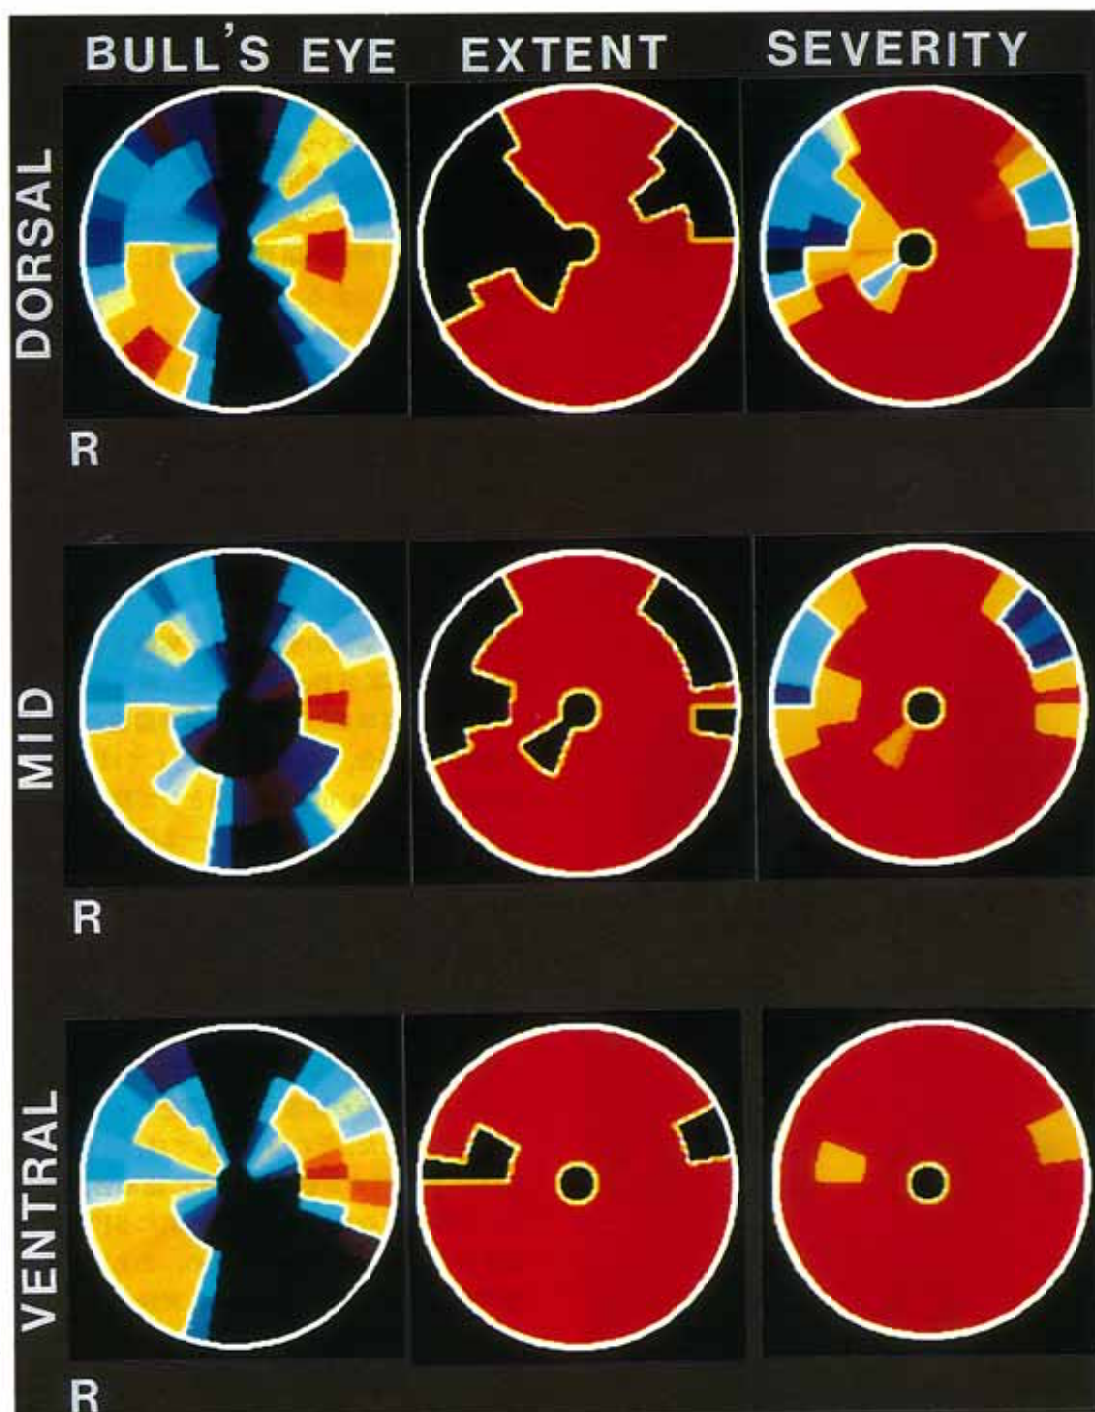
Bull's eye images, extent maps and severity maps (dorsal, mid, ventral) of SPECT images of the same patient
